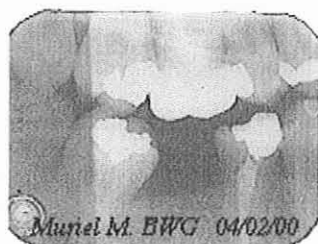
Bitewings – Observation n°8
